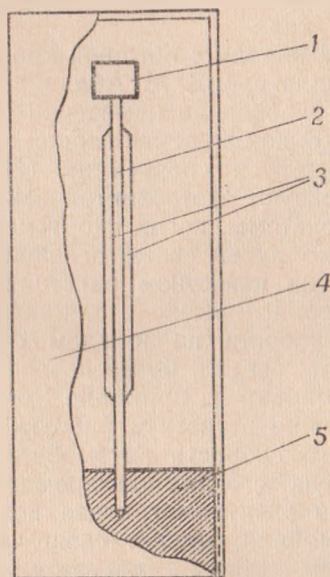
Конструкция тензометрического датчика ускорения: 1 — грузик, 2 — упругая металлическая пластина, 3 — тензосопротивления, 4 — корпус, 5 — основание (по С. И. Алиханову, 1969).
